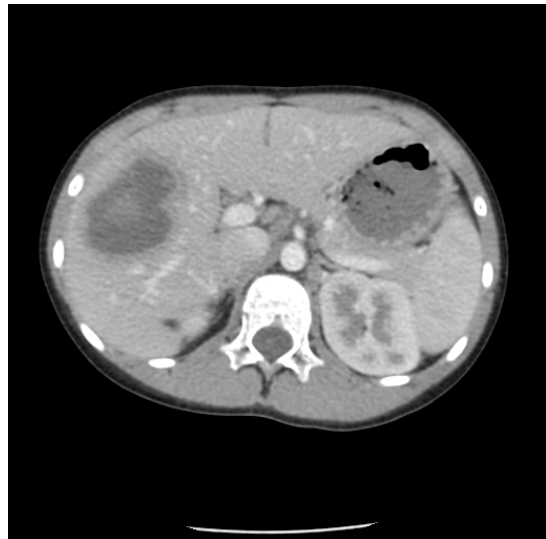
Enhanced-CT scan on admission shows the largest sized (55 mm) cystic lesion containing internal hemorrhagic contents in right lobe of liver.
